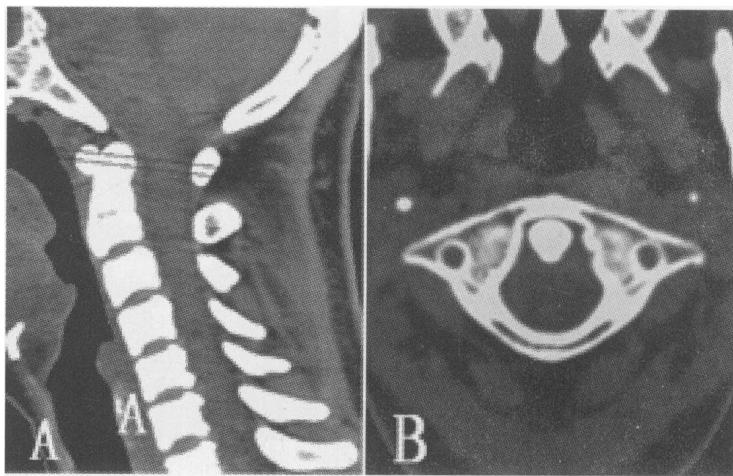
窄枢椎 CT 横轴位 MPR 图像。图 A 为定位像。
